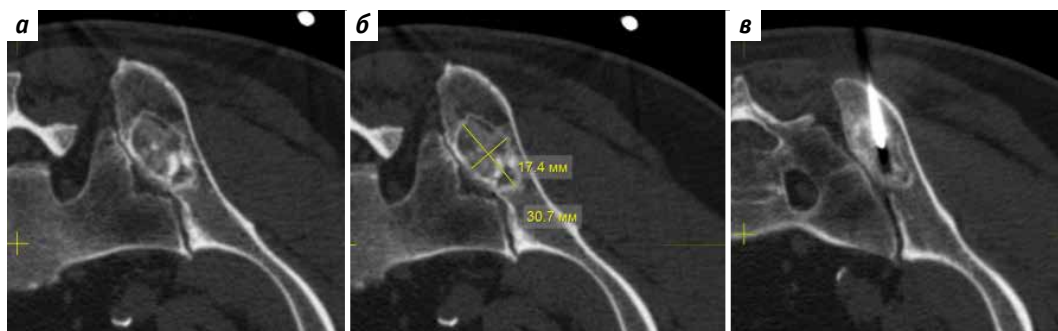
Компьютерные томограммы пациента Е., 67 лет: а – картина новообразования крестцово-подвздошного сочленения; б – размеры очага поражения; в – выполненный доступ
